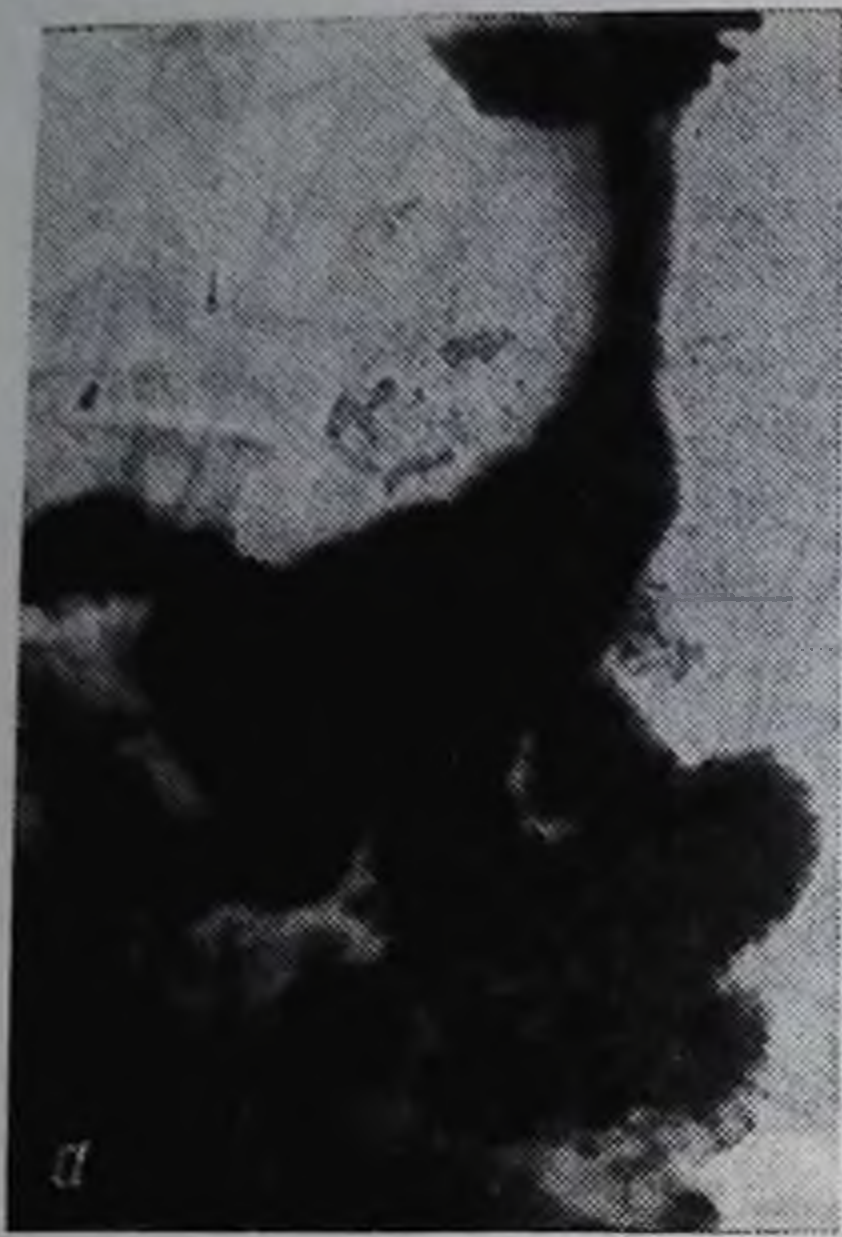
Рентгенограмма желудка больного С. через 18 мес после истинной пилоропластики:
